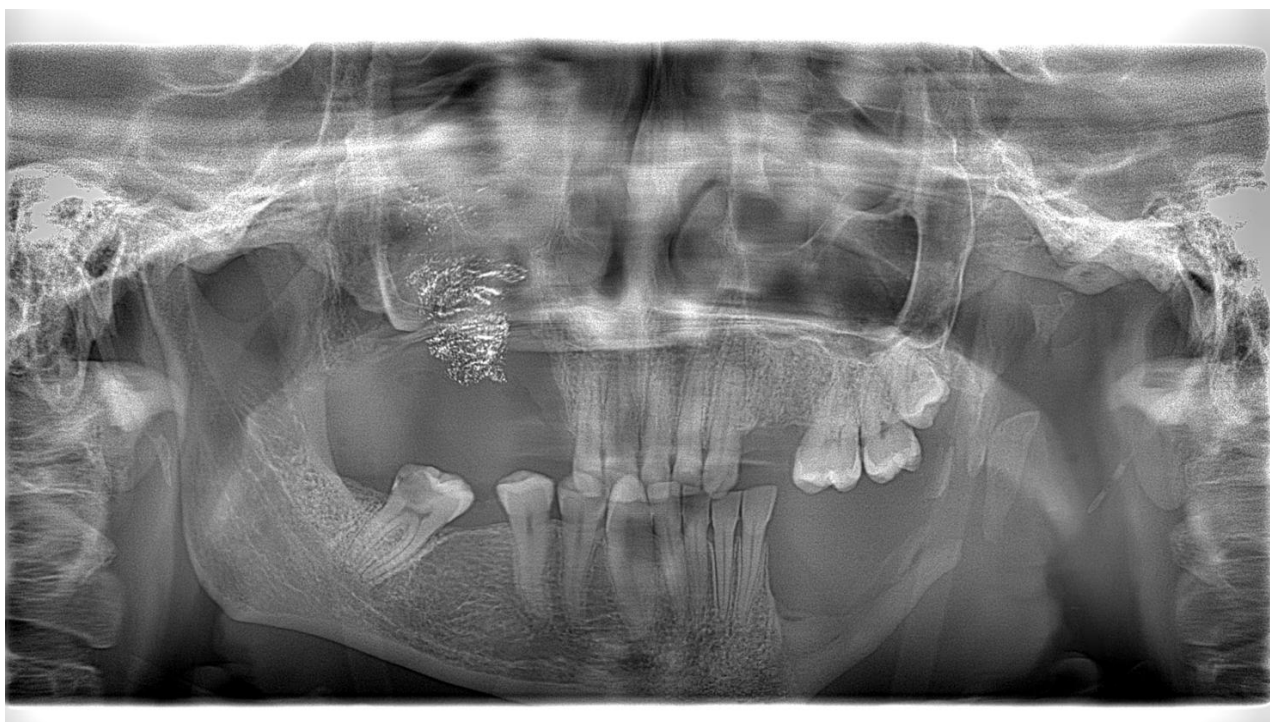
Ортопантомограма пацієнтки Я., амбулаторна карта 182618
